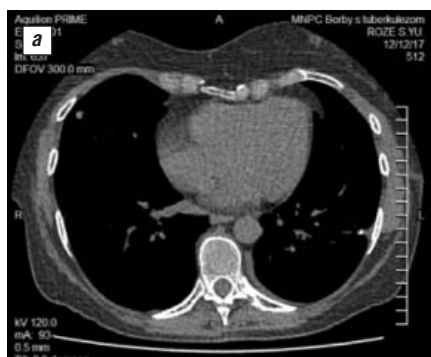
КТ ОГК. а — от 12.03.2018: пострезекционный плевропневмофиброз слева. Справа очаг в средней доле без динамики по отношению к исследованию от 05.10.2017; б — от 22.08.2018: пострезекционный плевропневмофиброз слева. Справа очаг в средней доле без динамики по отношению к исследованию от 05.10.2017
